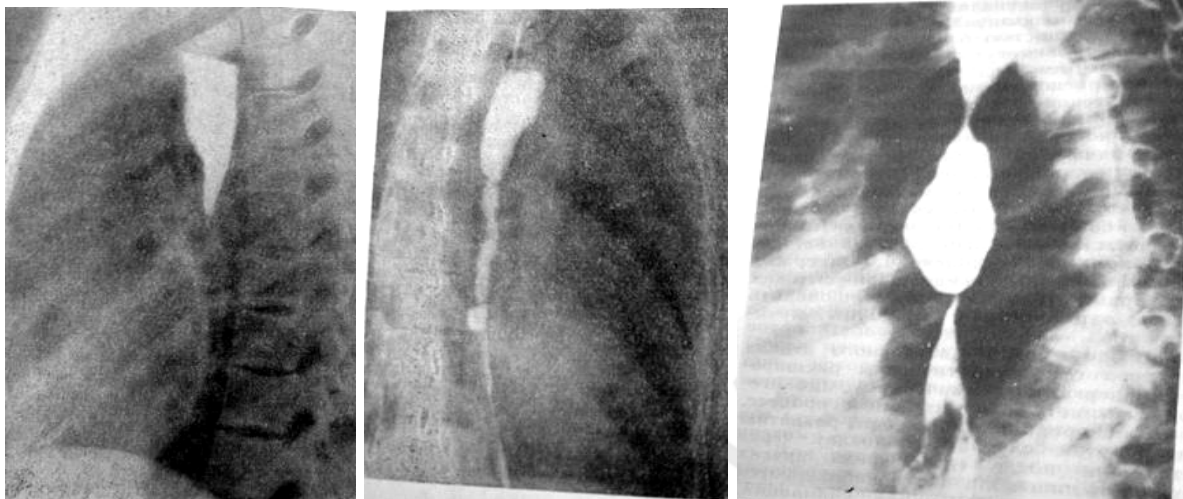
Рентгенограммы рубцовых сужений пищевода
